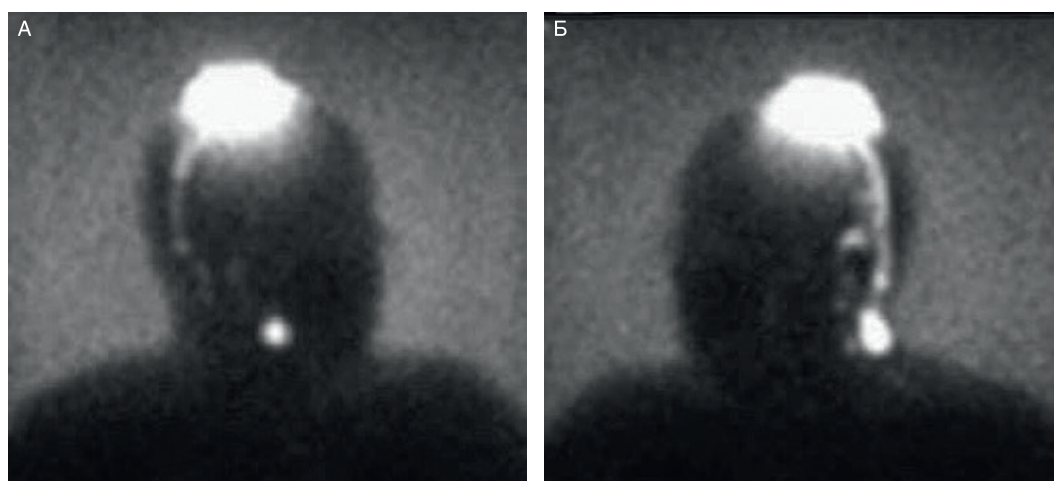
Лимфосцинтиграфия маркером  $^{99}\text{Tc}$ .
